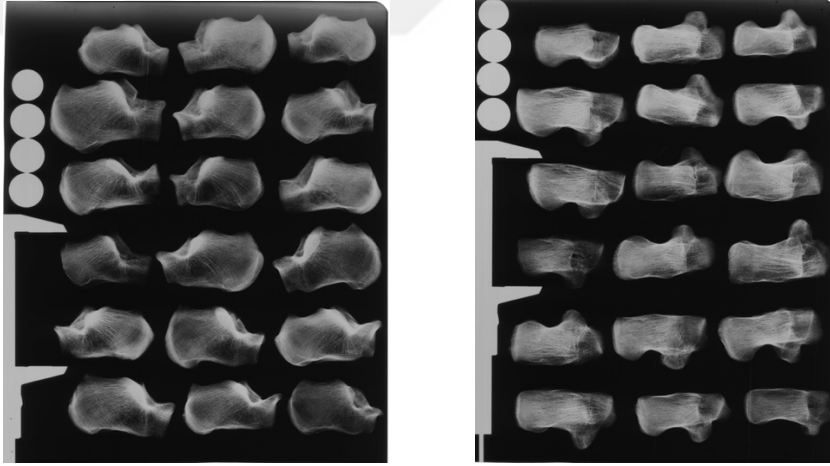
Lateral ve aksiyel çekimler için röntgen kasetleri üzerine yerleştirilmiş (162-179 nolu calcaneus'lar.)
